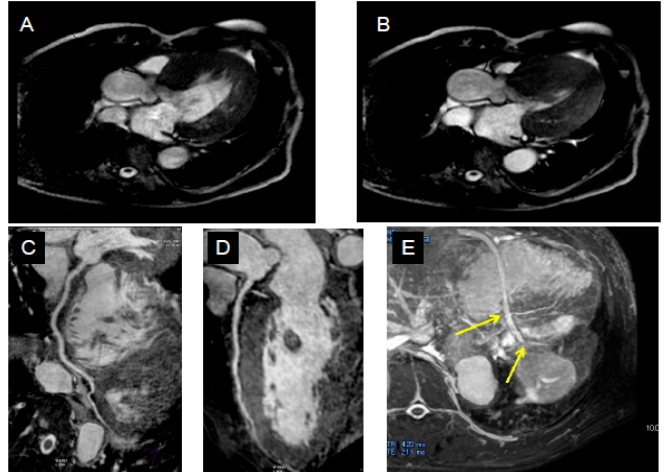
シネMRIでみた肥大型心筋症例の拡張期(A)と収縮期(B)。冠動脈MRIでみた正常な右冠動脈(C)、左前下行枝(D)、黄色い矢印は、静脈グラフトと4PD.4AVの吻合部を示す(E)。
